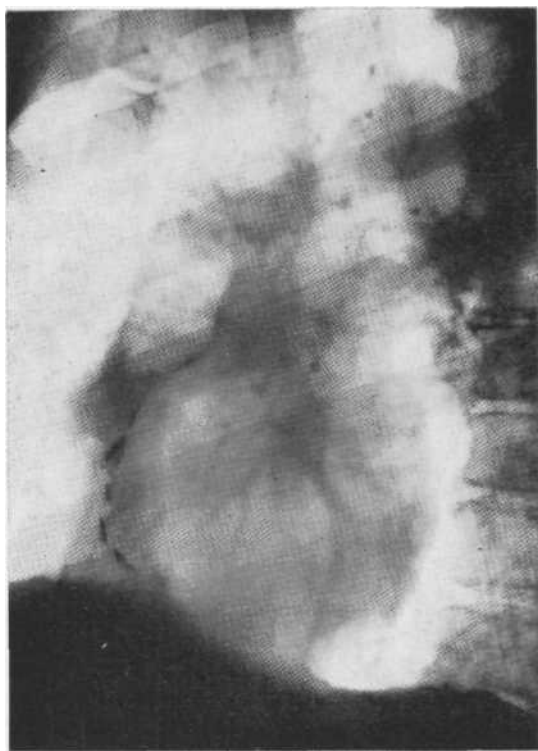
Рентгенограмма в косой проекции. Обызвествление коронарных сосудов сердца.
